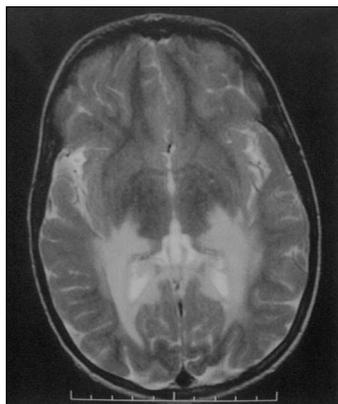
RM cerebral con contraste (corte axial): alteración de la sustancia blanca periventricular posterior.
